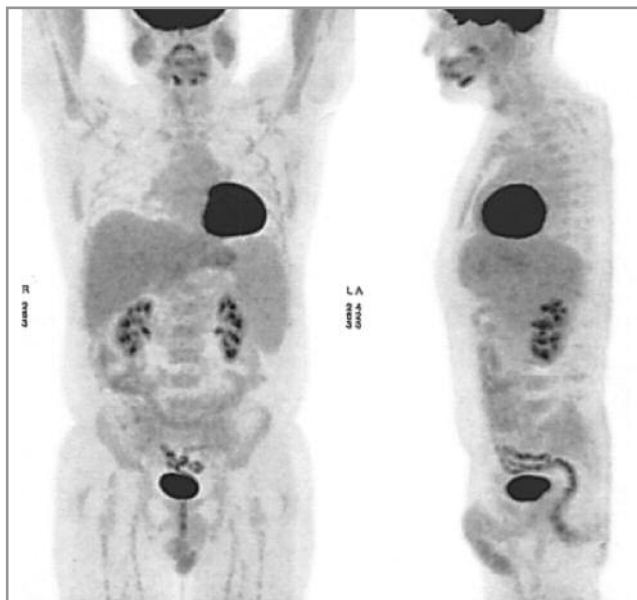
ПЭТ-исследование после 6 курсов по программе R2-m-NHL-BFM-90.
